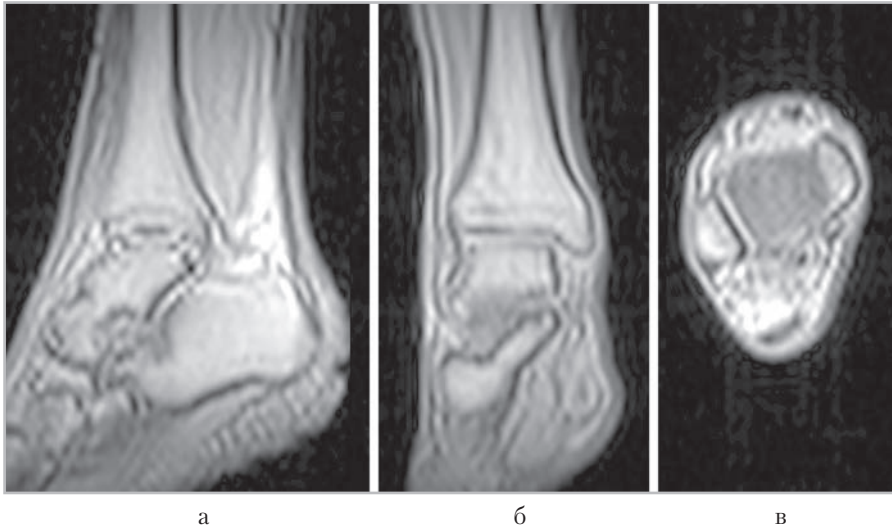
МР-томограммы, полученные для планирования блоков срезов в сагиттальной (а), коронарной (б), аксиальной (в) плоскостях
